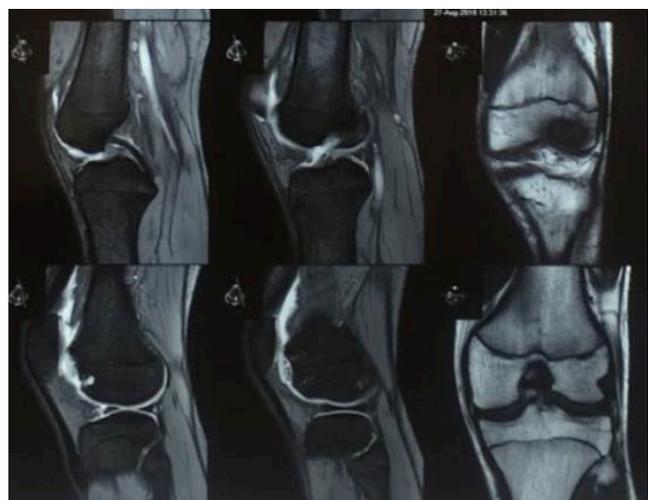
Resonancia Magnética nuclear de rodilla derecha, secuencia T2: Fractura en la escotadura intercondilea con desplazamiento del fragmento. Hiperintensidad y aumento de volumen intrarticular en el espacio retropatelar. Edema peripatelar
